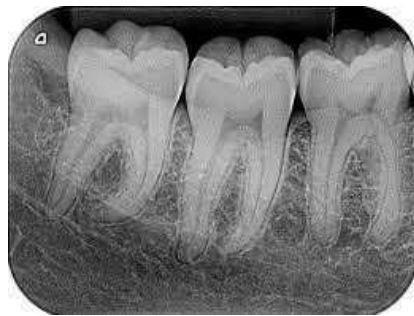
Radiografia periapical dos dentes 46,47,48.
